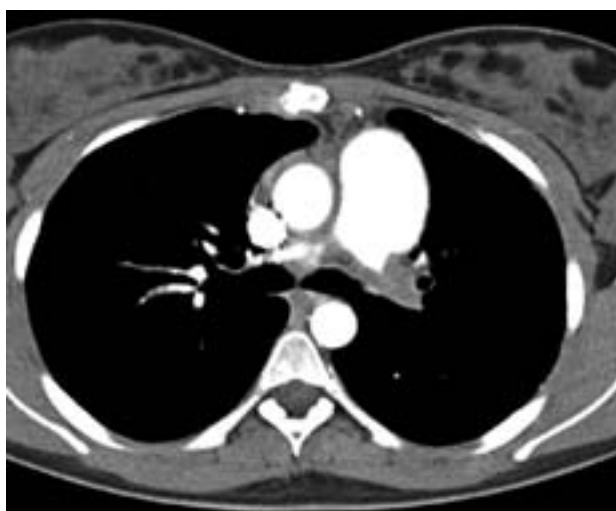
Спиральная КТ-ангиография. Опухолевый эмбол у пациента с раком желудка практически полностью перекрывает просвет левой легочной артерии. Картина не отличается от изменений при тромбоэмболии легочной артерии.
